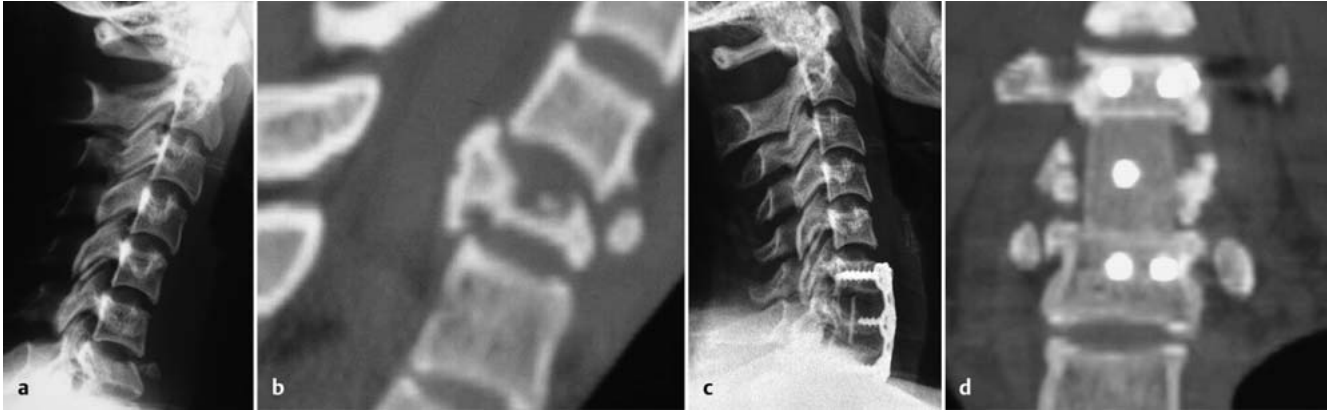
bis d a Seitliches Röntgenbild einer 14-jährigen Patientin. Zustand nach axialem Stauchungstrauma bei Verkehrsunfall. Posttraumatische Kyphose C6/7 bei axialem Berstungsbruch C7 ohne neurologische Ausfälle. b Median-sagittale CT-Rekonstruktion zeigt einen kompletten Berstungsbruch A3.3. c Postoperatives seitliches Röntgen nach Korporektomie C7 und Interposition eines trikortikalen Beckenspans sowie Neutralisation mit Titan-HWS-Platte. d Koronare CT-Rekonstruktion zeigt den Beckenspan fugenlos eingefalzt.
